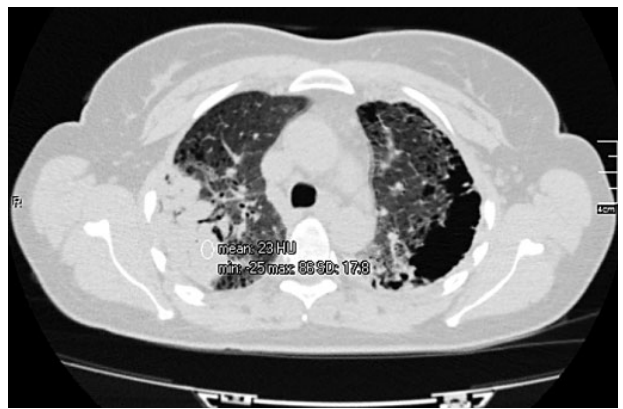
КТ ОГК пацієнтки М. через 9 міс лікування «Рапамуном®». Аксіальний зріз
